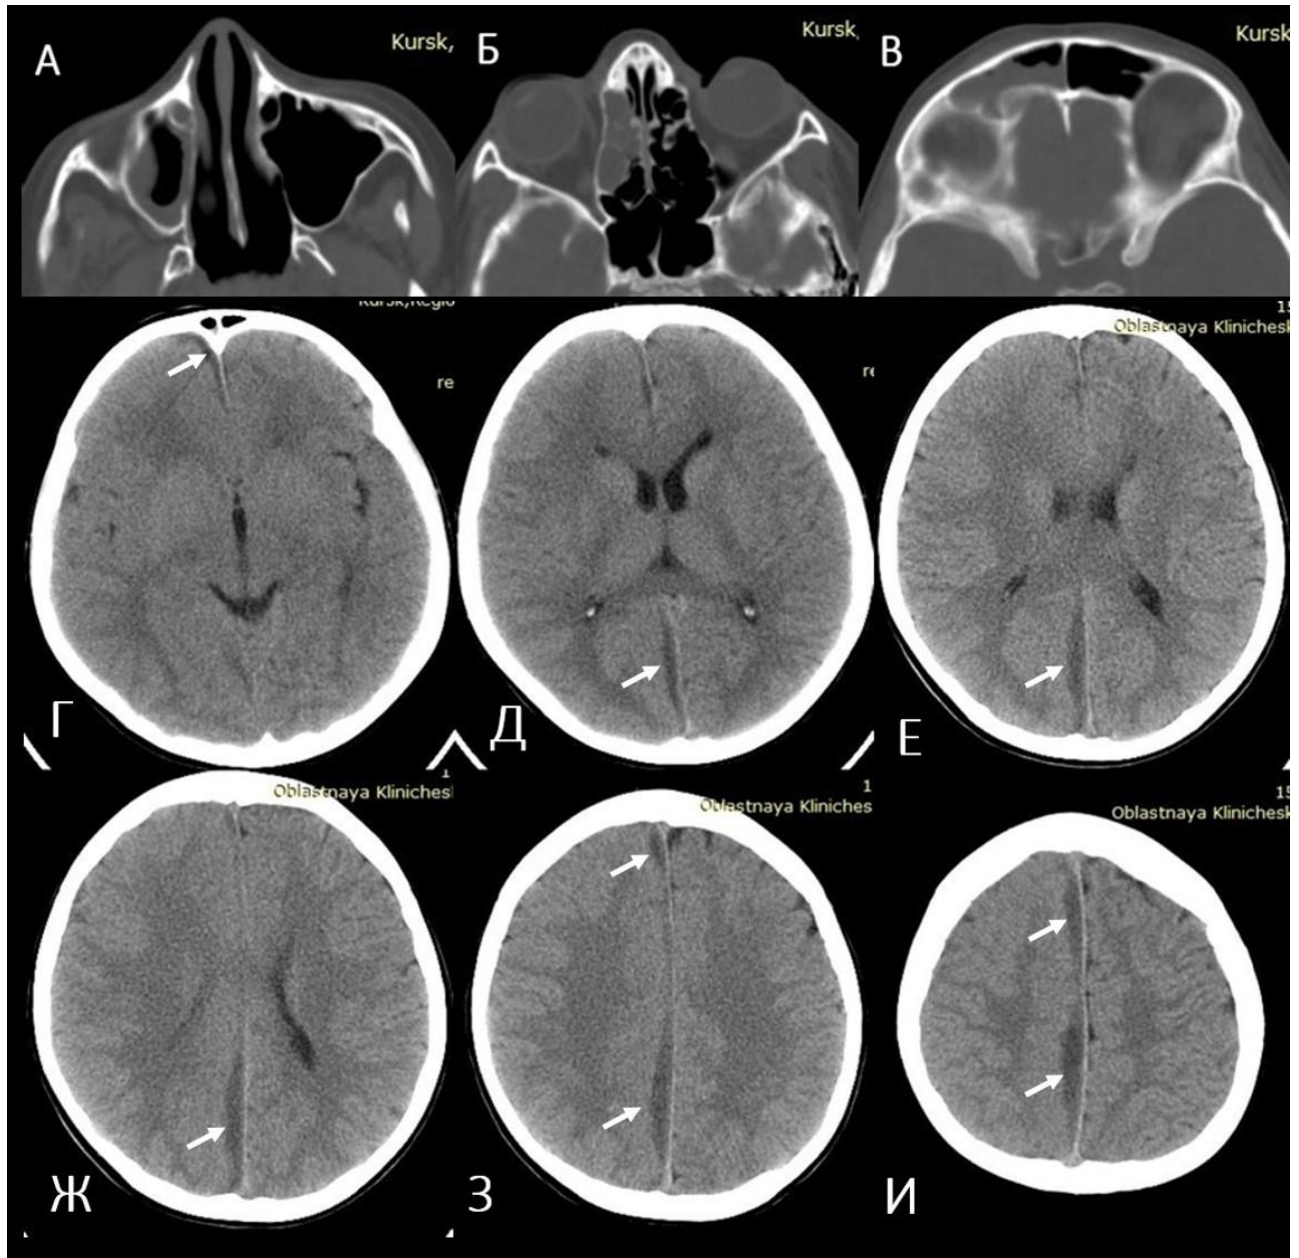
КТ околоносовых пазух пациента Б., 15 лет, в аксиальной проекции (А–В), головного мозга без контрастирования в аксиальной проекции (Г–И). Диагноз: острый гнойный гайморит, этмоидит, фронтит справа, риносинусогенный менингоэнцефалит, субдуральная эмпиема правого полушария головного мозга. Отмечаются утолщение слизистой оболочки правой верхнечелюстной пазухи, скопление жидкого содержимого в клетках решетчатого лабиринта и лобной пазухе справа (А–В). По ходу межполушарной щели справа определяется скопление гипоинтенсивного содержимого, распространяющееся на лобную область толщиной до 3–5 мм и до намета мозжечка толщиной до 6–8 мм
